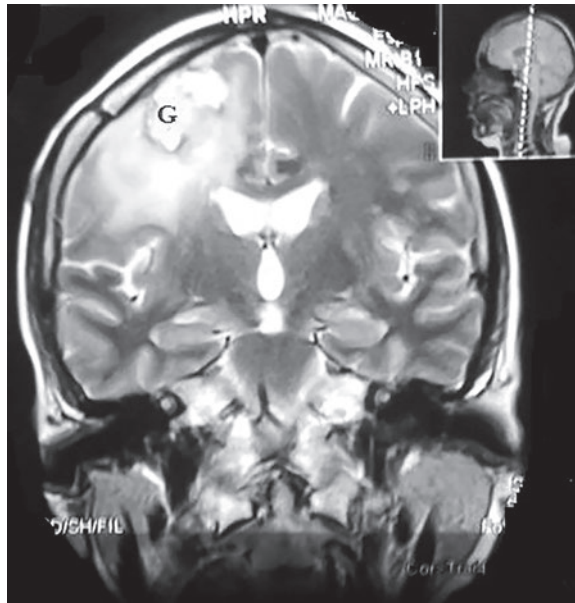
T2-взвешенные МРТ через 7 мес. после хирургического лечения. (G) послеоперационная асептическая гранулема
